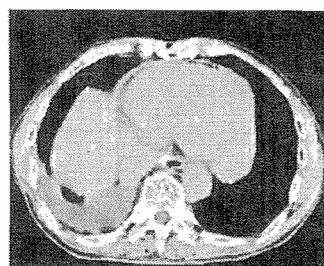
（上：胸部CT 縦隔条件 中：PET画像 水平面 下：PET画像 MIP像）
